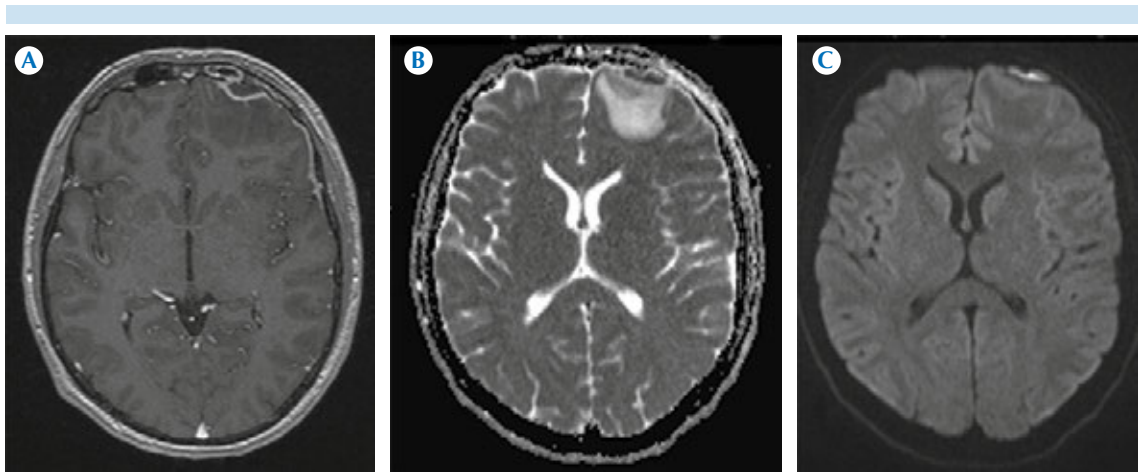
A) Resonancia magnética potenciada en T1 y contrastada con gadolinio, corte axial: engrosamiento mucoso hipercaptante en el seno frontal izquierdo correspondiente a la sinusitis, la duramadre del territorio frontal engrosada e hipercaptante por inflamación dural, una colección isodensa adyacente al seno frontal correspondiente a empiema epidural y una hipointensidad de la sustancia blanca adyacente al empiema en relación a edema cerebral. B) Mismo corte de resonancia pero potenciada en T2 con mejor caracterización del edema parenquimatoso frontal izquierdo. C) Resonancia ponderada en difusión, corte axial: restricción causada por el empiema.
